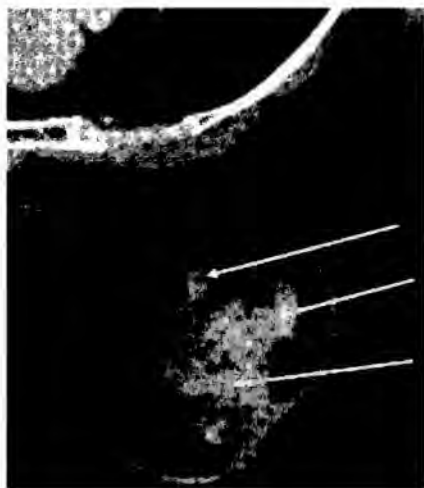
Инфильтративно-отечная форма рака молочной железы. Компьютерно-томографическая маммограмма. Аксиальная проекция. Венозная фаза контрастирования. Правая молочная железа деформирована. Кожа утолщена, в преареолярной зоне до 5 мм. В верхненаружном квадранте на фоне узловой мастопатии определяется образование неправильной формы, неоднородной структуры, с неровными тяжистыми контурами. В образовании отмечается интенсивное накопление контрастного вещества (стрелки). Градиент контрастности составляет 90 ед. Хаунсфилда.
